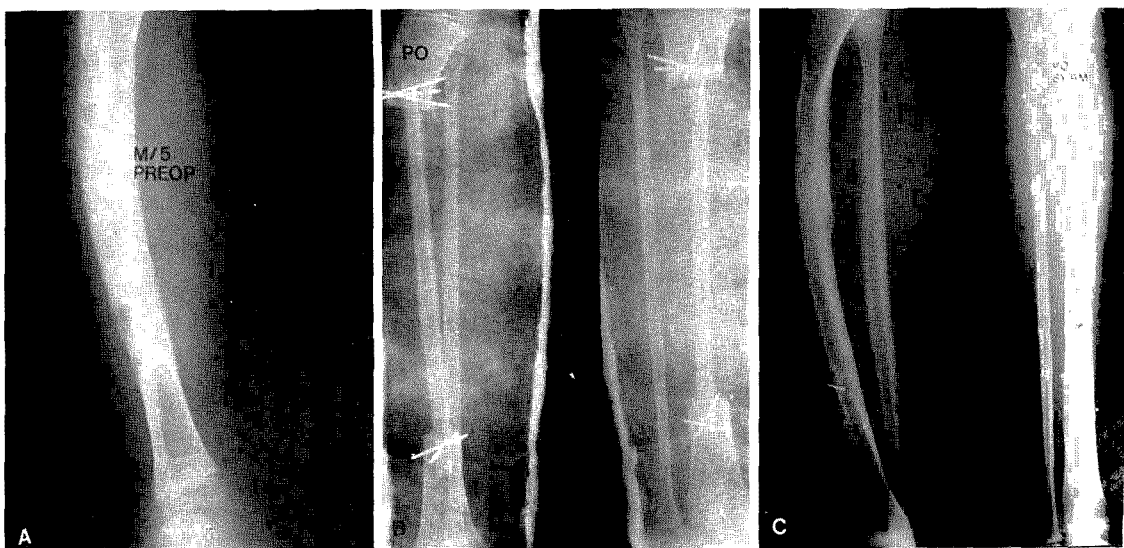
Radiographs of fifteen-year-old male patient who had ossifying fibroma of Rt. tibia.
